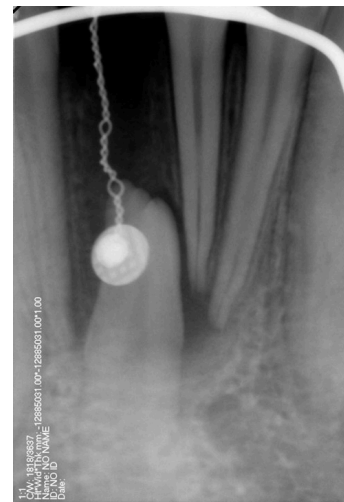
Radiografía periapical final.
